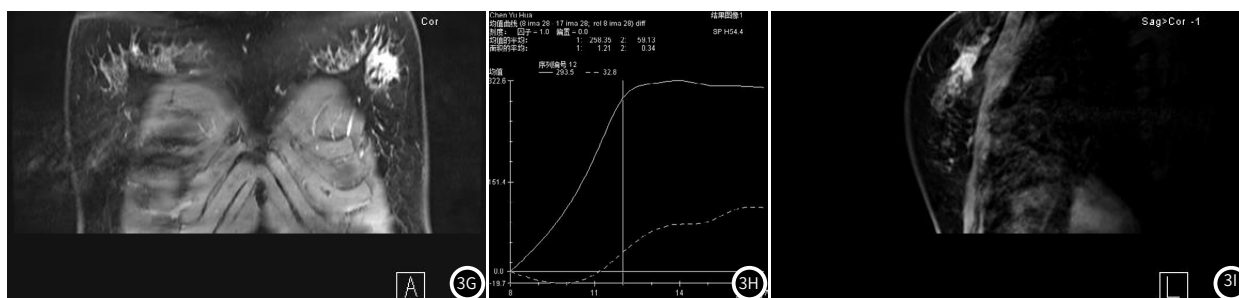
乳腺癌MRI影像图。(3A) ADC图; (3B) DWI; (3C) MIP图; (3D) T1图; (3E) T1+C图; (3F) 减影MIP冠状图; (3G) 增强冠状图; (3H) 增强矢状图; (3I) 增强曲线图。
